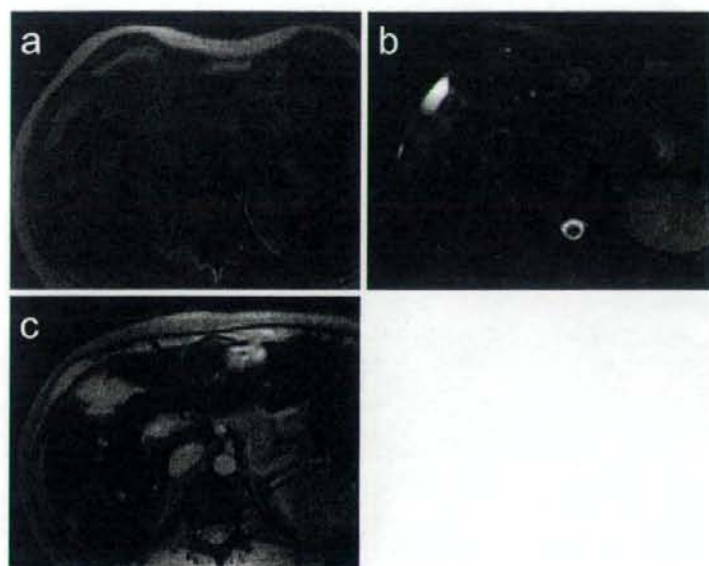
MRI:腫瘍はT1強調像(a)で低信号,脂肪抑制T2強調像(b)で淡い高信号を示し,フェリデックスを用いた造影MRI(superparamagnetic iron oxide:SPIO)のT2\*強調像(c)では高信号を示した.
